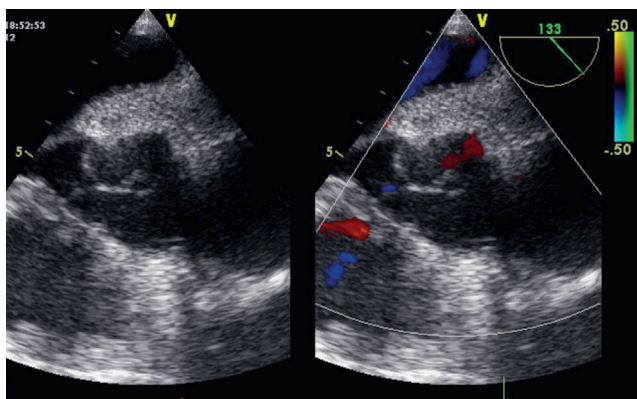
Интраоперационная эхокардиография – контроль кооптации неостворок аортального клапана
